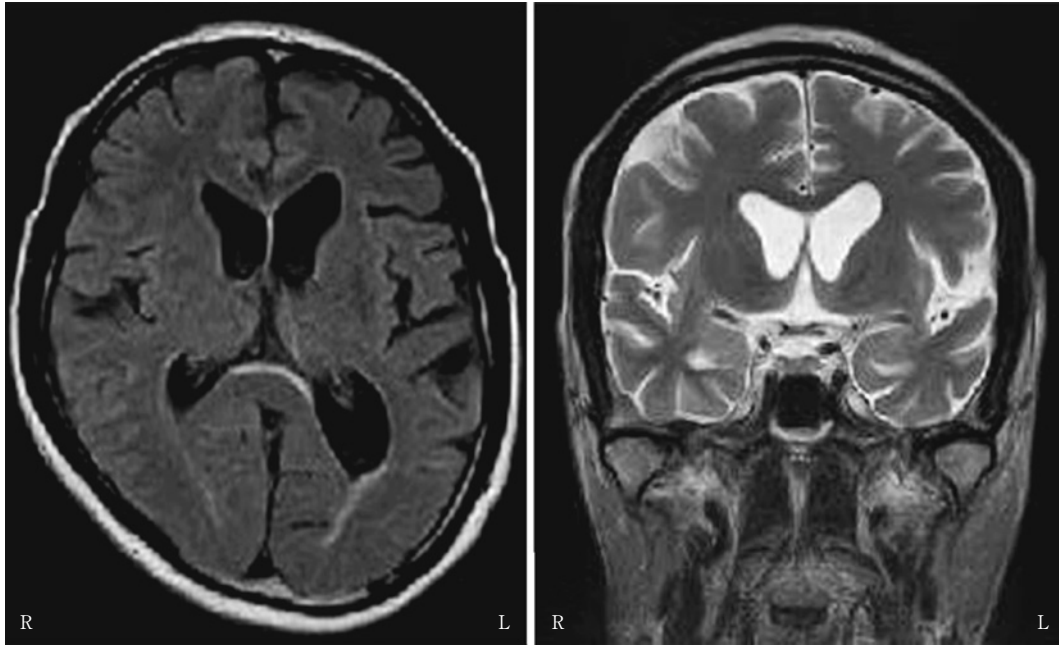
MRI of the patient. The FLAIR axial image (left) and T₂-weighted coronary image (right) show focal atrophy of the left temporal lobe and mild enlargement of the left lateral ventricle.
